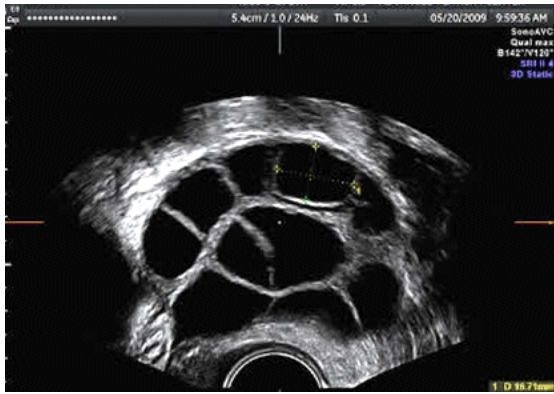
Ecografia d'un ovari estimulat on s'observen múltiples fol·licles en desenvolupament (taques negres) (Martínez, 2010).
